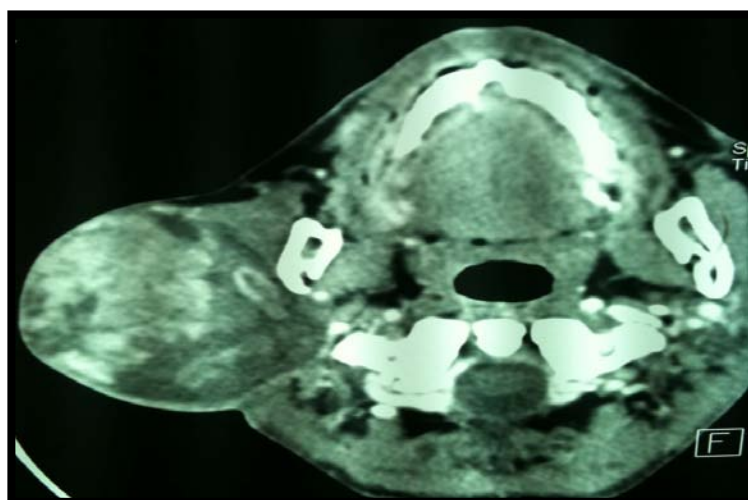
TDM de la région parotidienne: Enorme tumeur de la parotide droite
